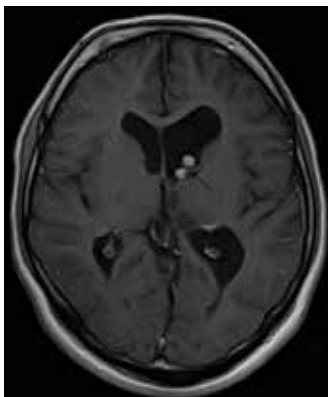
МРТ, аксиальный срез. Постконтрастное T1-взвешенное изображение. Гигантоклеточная астроцитома, состоящая из двух узлов, в левом боковом желудочке (стрелка)
